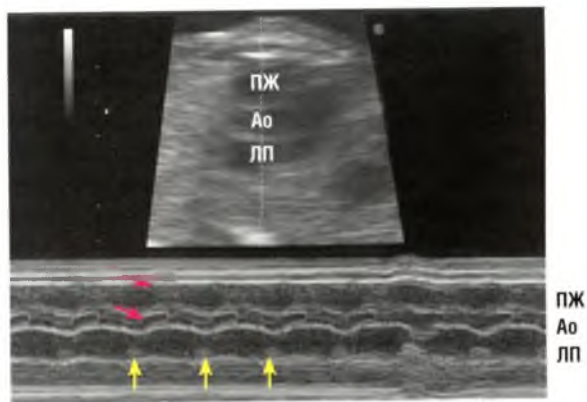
Эхокардиограмма в одномерном режиме. Курсор проходит через передний отдел свободной стенки правого желудочка (ПЖ), аортальный клапан и задний отдел свободной стенки левого предсердия (ЛП). Сокращения предсердий (желтые стрелки) и желудочков (красные стрелки) осуществляются в соотношении 1 : 1 с нормальным временным интервалом между ними. На данной записи сокращение правого желудочка можно определить по движению его стенки или по раскрытию аортального клапана. Следует отметить, что точное время начала сокращения желудочков легче определить по раскрытию аортального клапана, чем по движению стенки желудочка. Ao — аорта.
